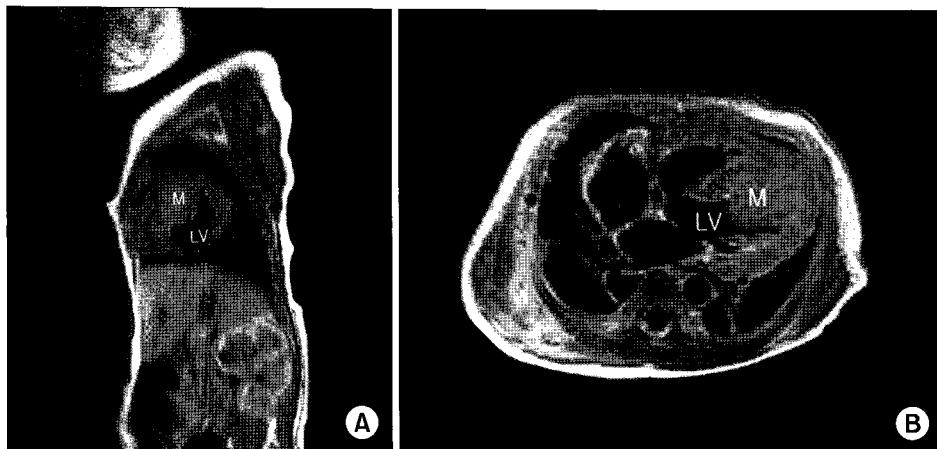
Spin echo T1-weighted magnetic resonance image in the sagittal (A) and axial (B) plane demonstrates the mass in the left ventricle posterior to the septum. M=Mass; LV=Left ventricle.
